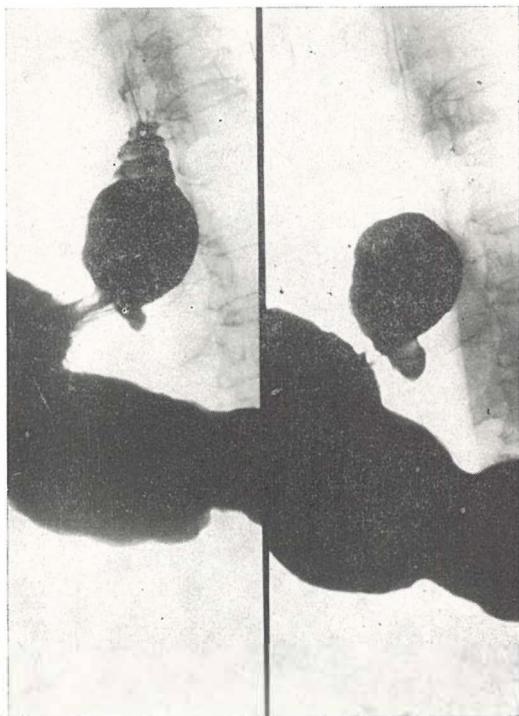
Farmakoradiografija kod achalazije. Vidljiv efekt nitroglicerina na dilataciju gastroezofagealnog ušća
